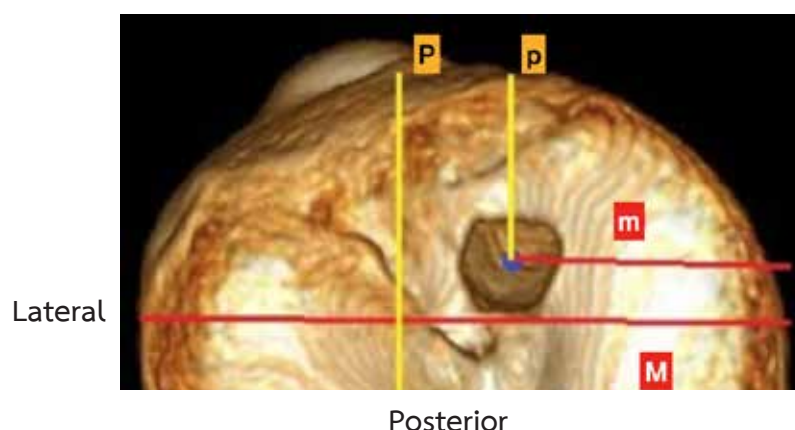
This 3D CT reconstruction describes the method of measuring the tibial tunnel location as a percentage of the tibial plateau, anterior to the posterior depth (p/P) and medial to the lateral width (m/M).
